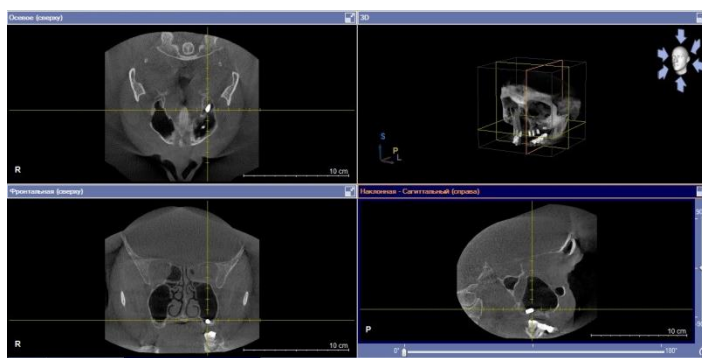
Компьютерная томограмма околоносовых пазух. Визуализируется инородное тело в проекции левой верхнечелюстной пазухи (отмечено перекрестием)
